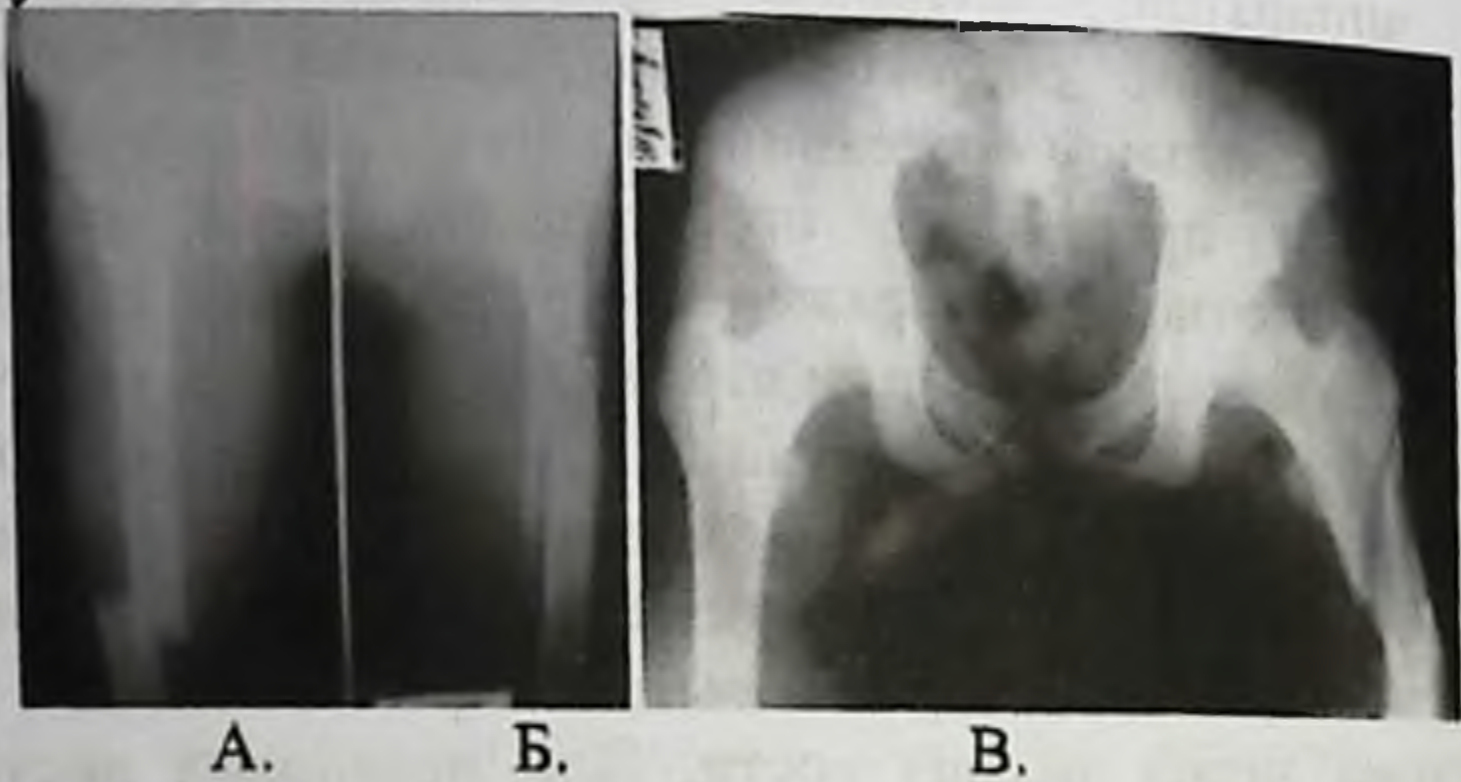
Рентгенограмма больного М. при поступлении
